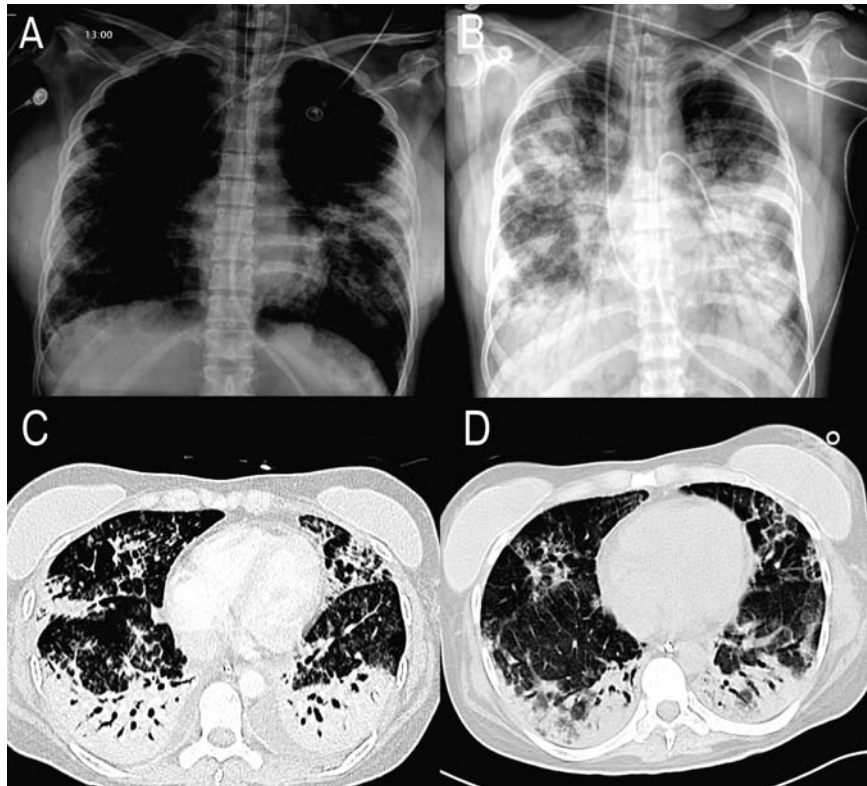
Imágenes pulmonares. A. Radiografía de tórax de ingreso. B. Radiografía de tórax a las 48 horas de adoptar la posición prono. C. Tomografía axial computarizada (TAC) de tórax al quinto día de evolución. D. TAC de tórax al octavo día de asistencia extracorpórea y ventilación mecánica con presión baja de la vía aérea.
